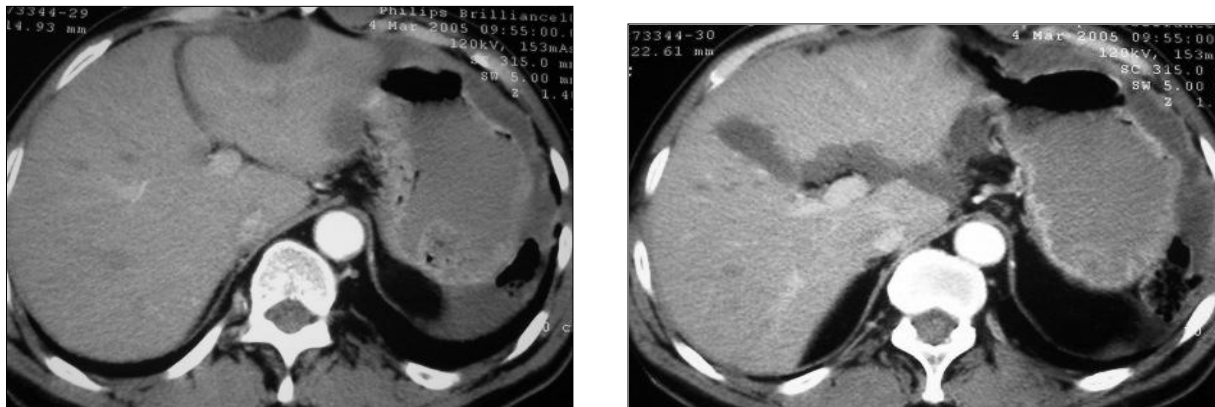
TDM du mars 2005 : réponse partielle après un an de traitement par imatinib.
